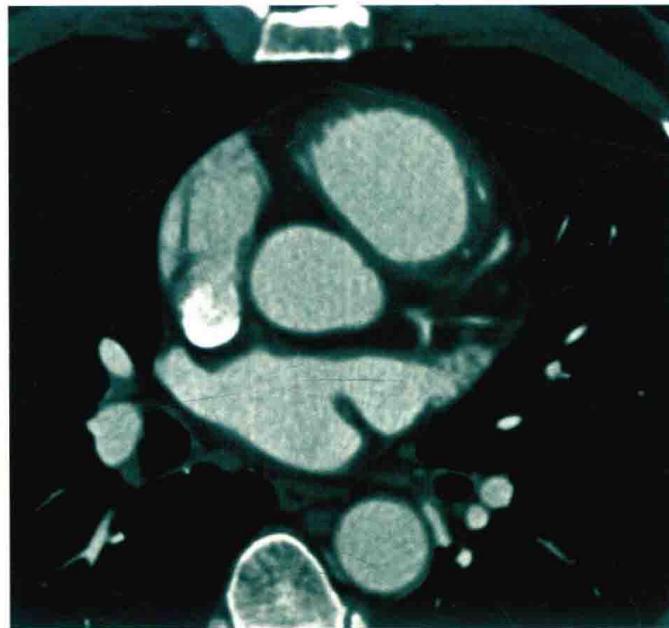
CT 横断位，显示右心耳宽大、圆钝
